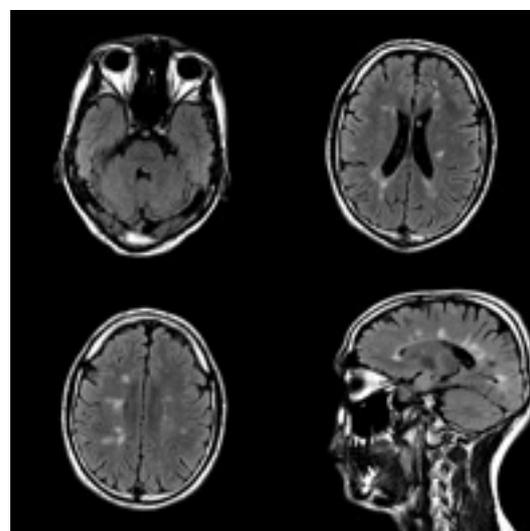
МРТ от 2011 г. (1,5Т). Желудочки и другие ликворные полости и щели незначительно расширены, симметричны, не деформированы. Паравентрикулярно в белом веществе больших полушарий, мозолистом теле выявляются множественные очаги размягчения различной формы. В стволе и мозжечке очаги отсутствуют.
